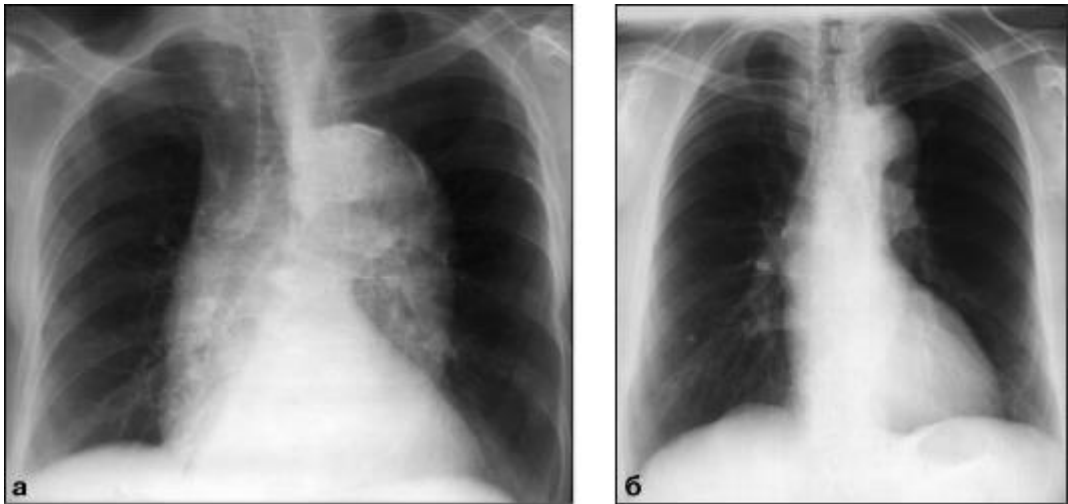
Рентгенограми у прямій проекції. Подовження, вигин, розворот, розширення грудної аорти
